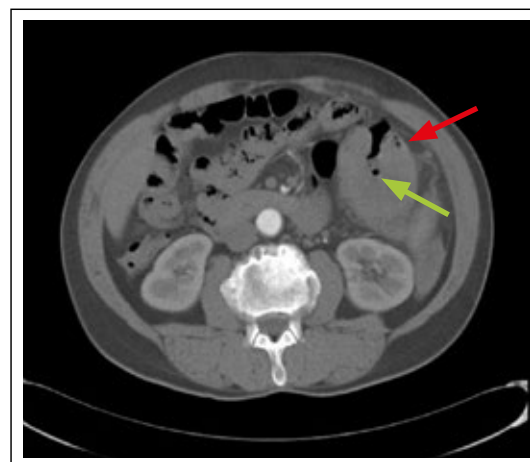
CT of abdomen and pelvis. Neoplasm of the tail of the pancreas with air bubbles inside (green arrow) and infiltration at the level of the splenic flexure of the colon (red arrow).
